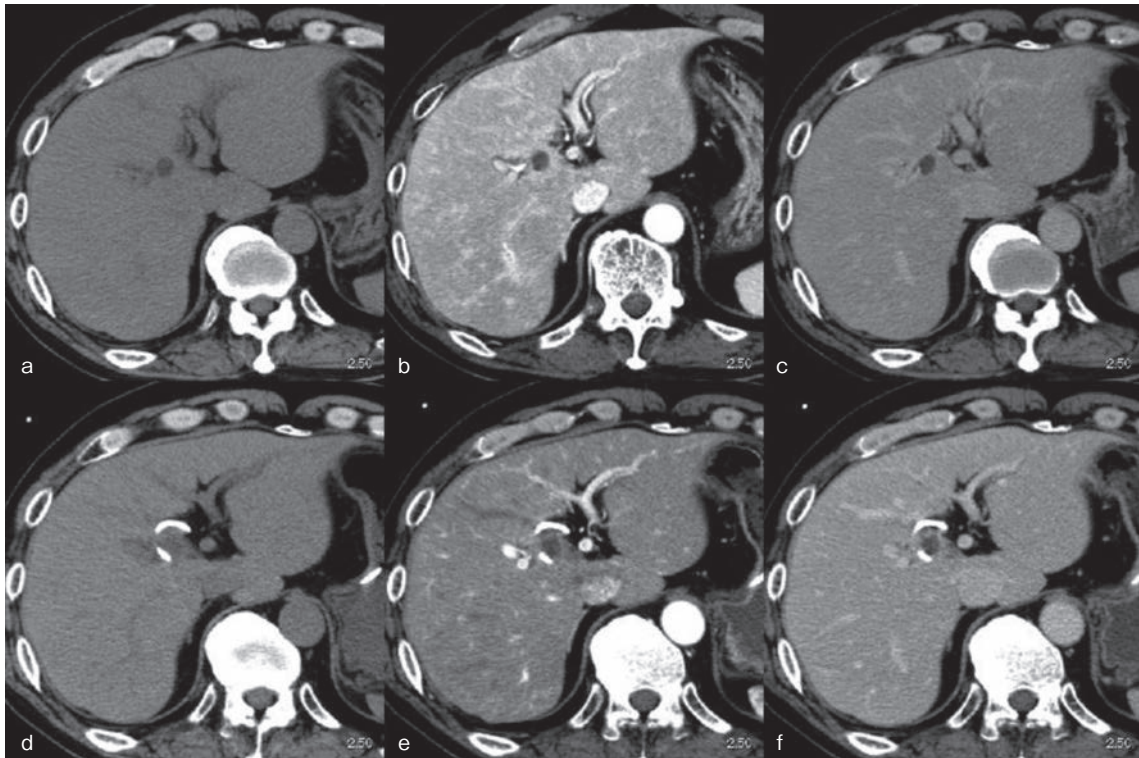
急性胆管炎のダイナミックCTでの特徴 (a～c: ドレナージ前, d～f: ドレナージ後)
